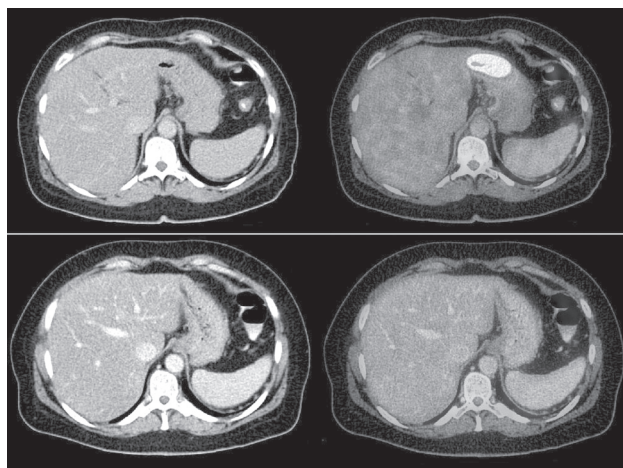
ПЭТ-КТ-сканы. Пациент с неходжкинской лимфомой. Вверху: первичное стадирование, на фоне неспецифических изменений стенки антрального отдела желудка (сглаженность складок слизистой оболочки, повышенное накопление рентгеноконтрастного вещества) определяется выраженное локальное повышение метаболической активности. Внизу: состояние после 8 циклов химиотерапии, структурные изменения стенки желудка без существенной динамики по сравнению с предыдущим исследованием, однако уровень метаболической активности в области поражения опухолевым процессом снизился, достигнув нормальных значений. Полный метаболический ответ на проведенное лечение
